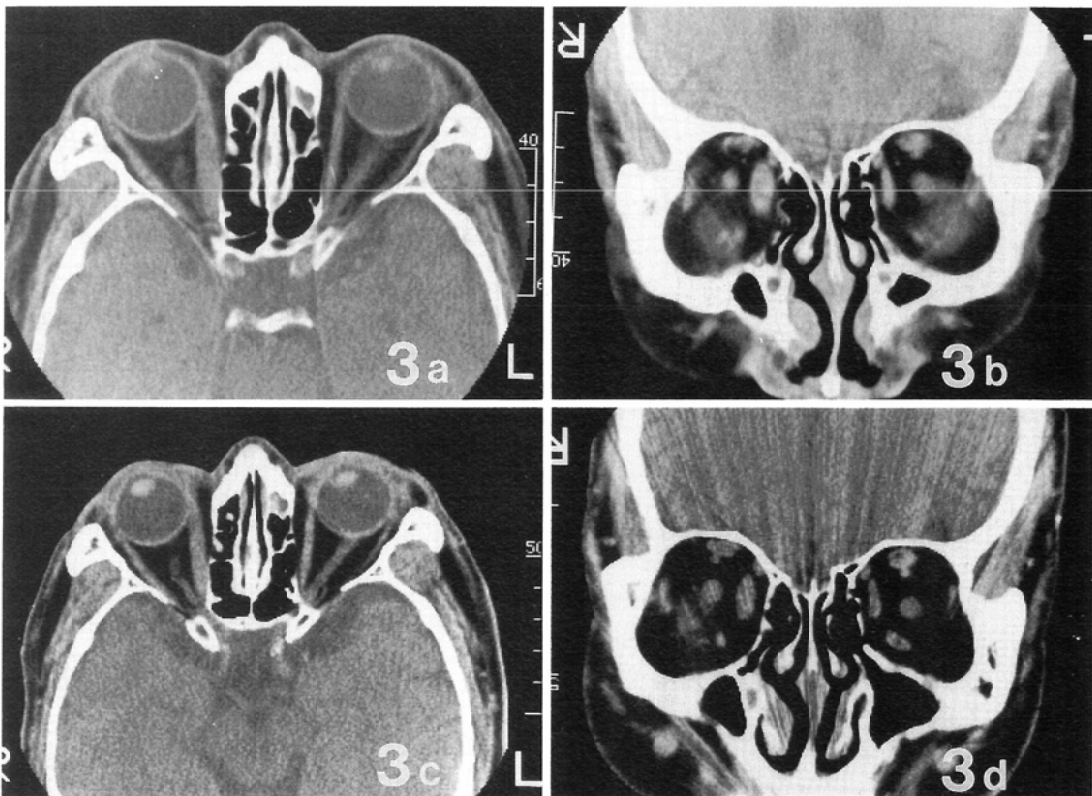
(case 1) Thickening of bilateral medial rectus muscles are seen on computed tomogram before radiation therapy (3a, 3b). After radiation therapy, the thickness of medial rectus' are decreasing (3c, 3d).
